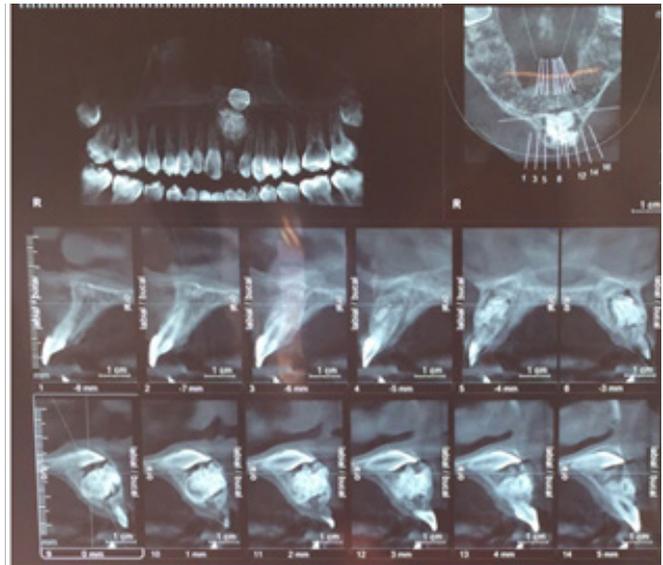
A- Aspecto clínico inicial – B- Tomografia computadorizada cone beam confirmando a presença da lesão e impacção do incisivo central superior
